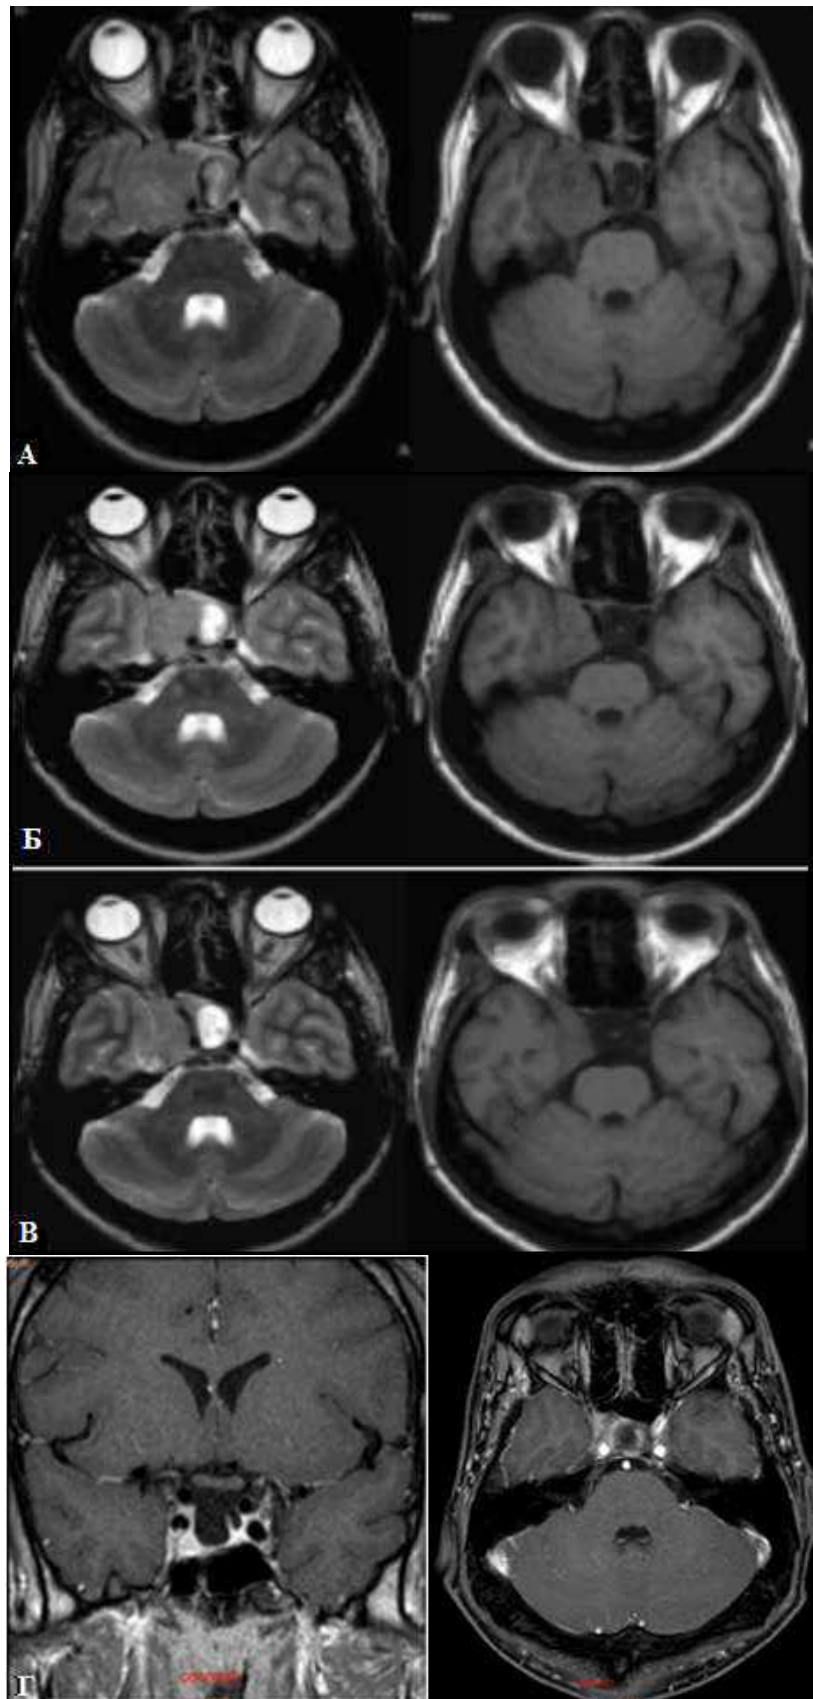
Спостереження № 97. Пацієнтка С-оя, 26 років, історія хвороби № 4085. Представлені знімки МРТ до СТРТ (А), контроль МРТ через 11 місяців після СТРТ (Б), через 18 місяців після СТРТ (В), через 36 місяців СТРТ (Г)
